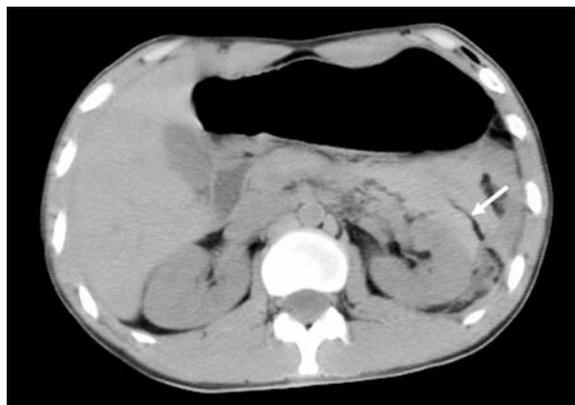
Abdominal CT scan showing a perirenal hematoma (arrow).
